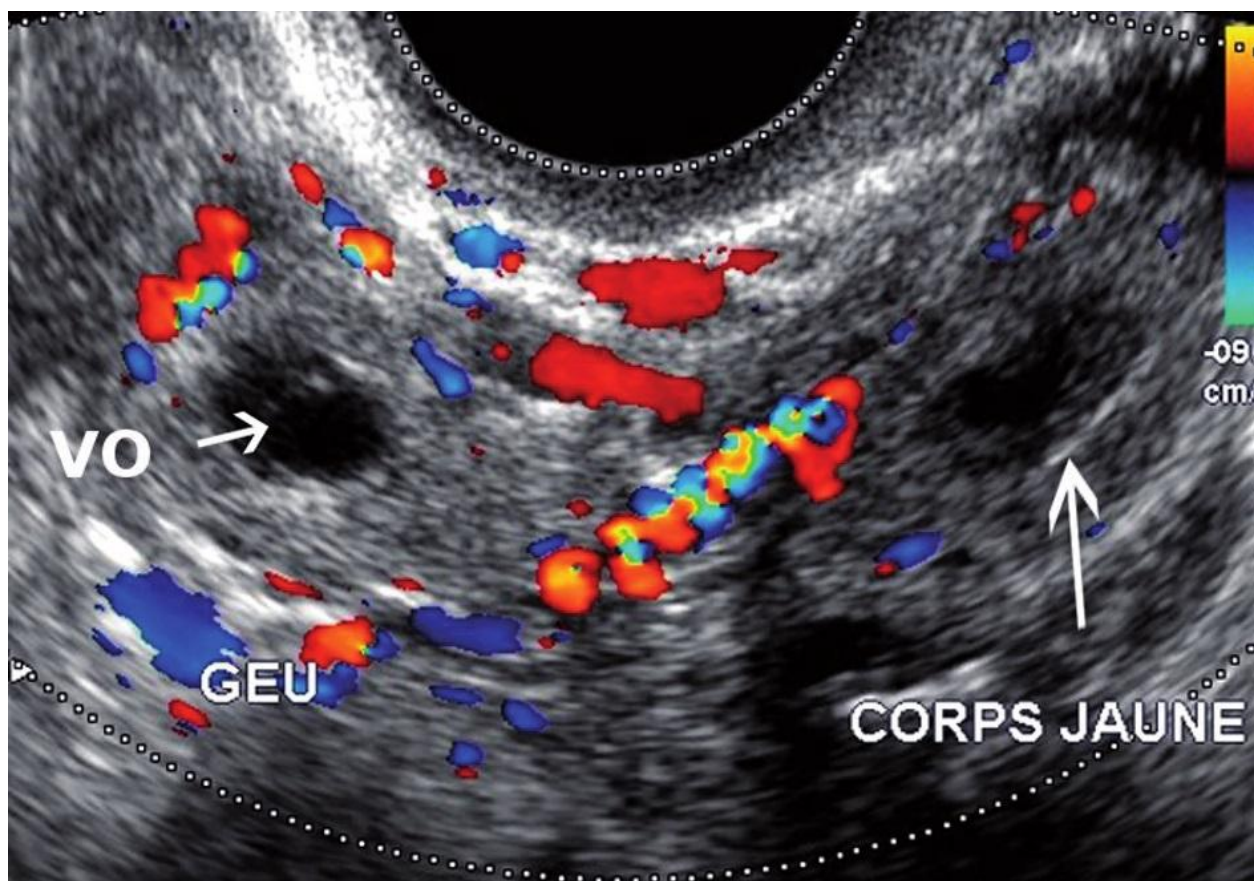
Echographie endovaginale montrant l'œuf ectopique avec sa couronne trophoblastique vascularisée au doppler couleur « ring sign »(54)
